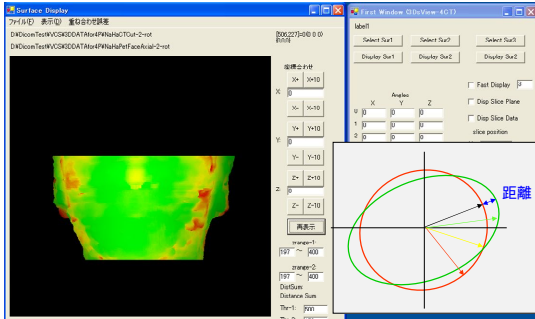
重ね合わせ誤差表示 CT-PET 正面像
